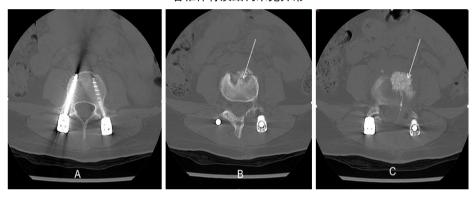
患者 2025 年 4 月 12 日术后腰椎 CT 平扫+三维重建: A、B、C: 腰椎 CT 横断位片: L3-5 椎体内固定术后,内固定在位,未见明显断裂及移位; L3-5 椎体多发骨质破坏, L4-5 椎间隙内见团片状高密度影,余各椎体骨质结构未见异常,骨性椎管未见明显狭窄。椎旁软组织未见明显肿胀
